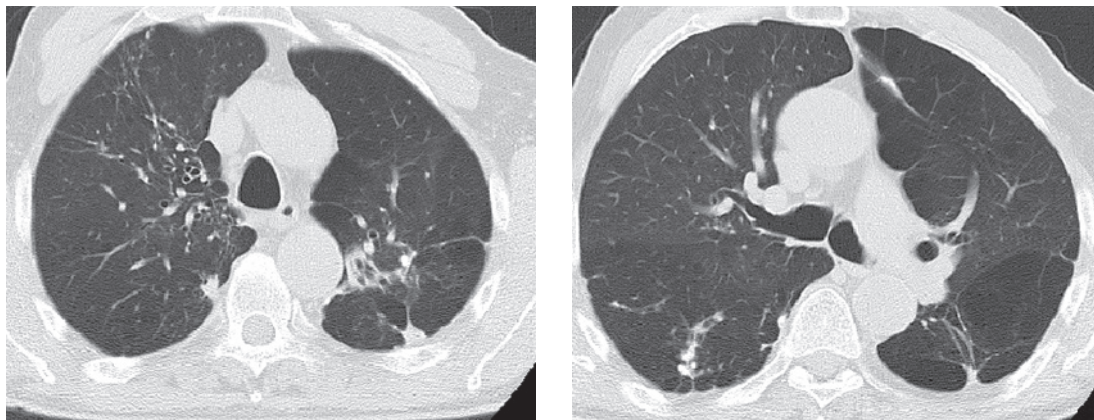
МСКТ легень при завершенні стаціонарного лікування
